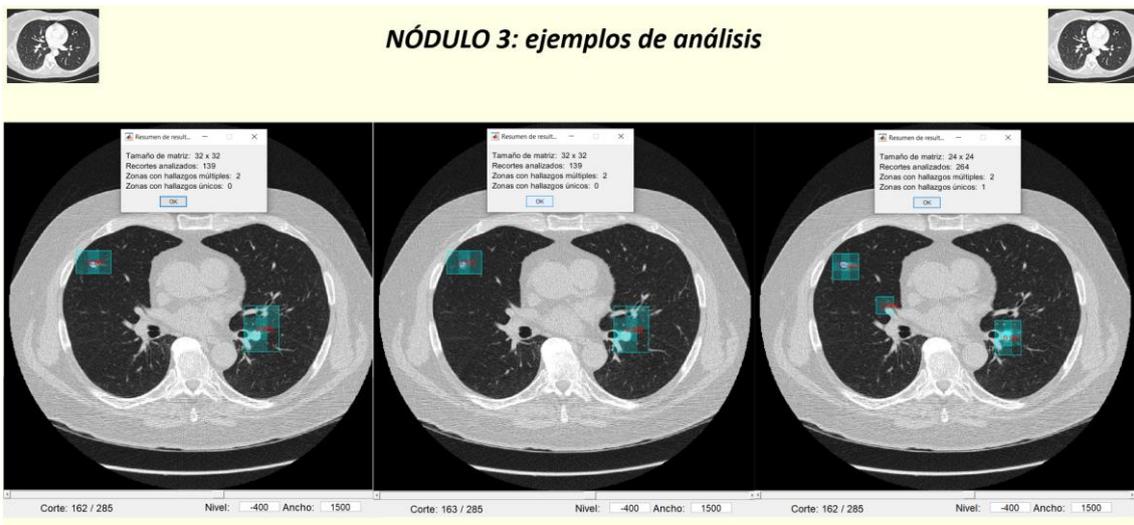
Casos TC de tórax. Caso 10: ejemplos de análisis del nódulo 3
